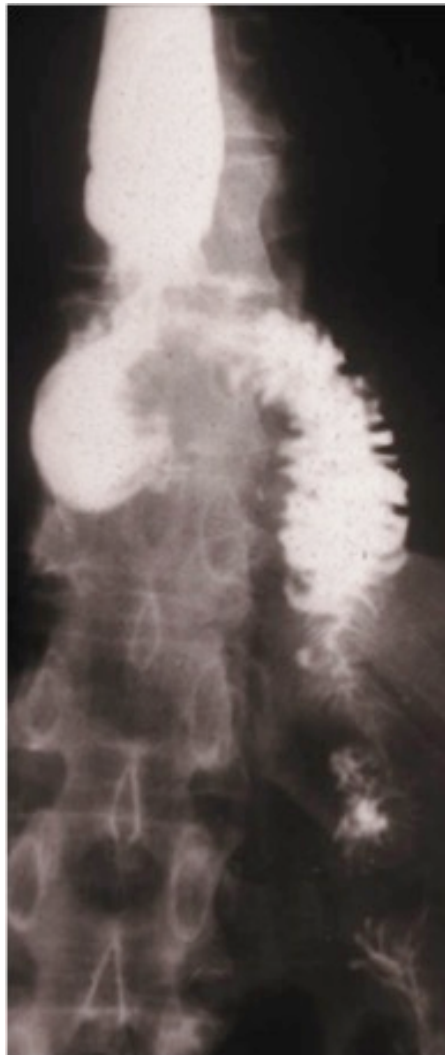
Unauffälliges Kontrollröntgen hinsichtlich Anastomoseninsuffizienz mit Kontrastmittel nach der Anlage einer thorakalen Ösophagojejunostomie in End-zu-Seit-Position (mit freundlicher Genehmigung der Thoraxchirurgie Graz)
